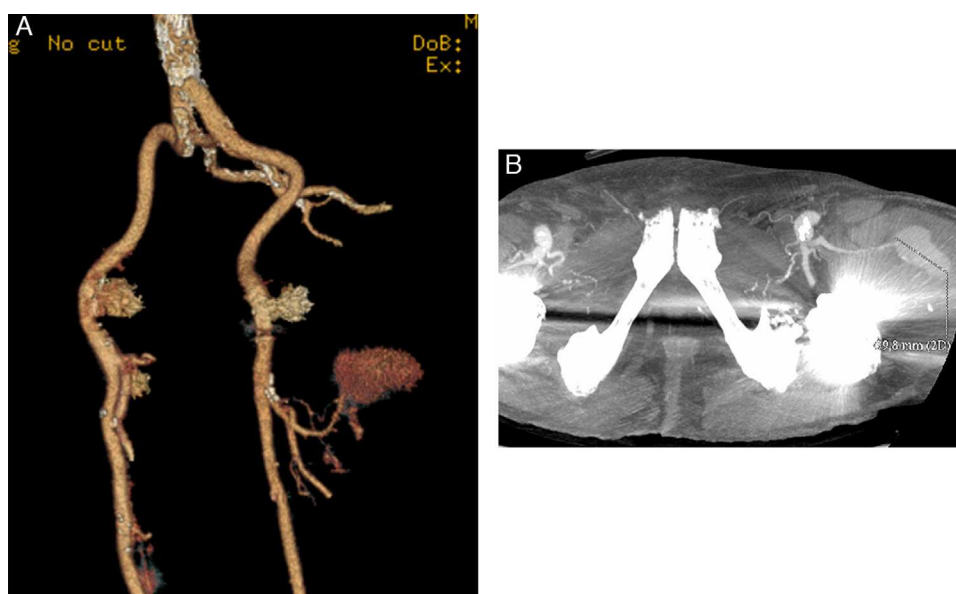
A y B) Angio-TC: pseudoaneurisma dependiente de la arteria circunfleja femoral lateral de 4 cm de diámetro.
